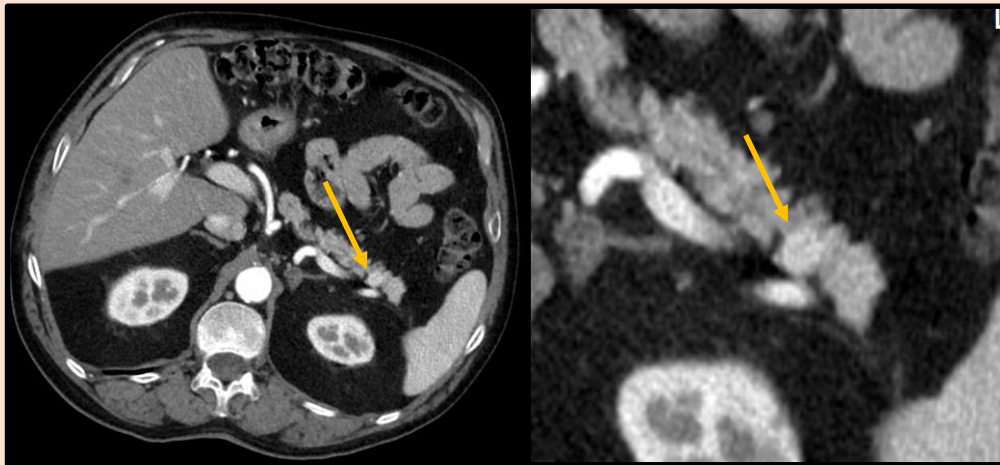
TC ABDOMEN, FASE ARTERIAL (con imagen ampliada). Lesión sólida bien definida e hipervascular en fase arterial, localizada en la cola del páncreas, sugestiva de TNE.
